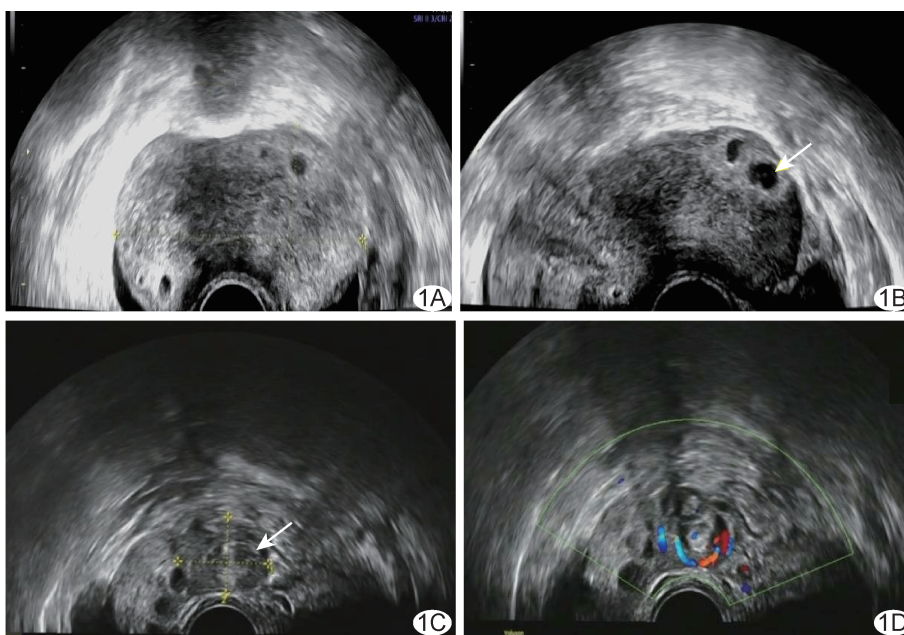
声像图示卵巢扭转 A、B. 患者女,29 岁,右侧卵巢单纯性扭转,盆腔二维超声声像图示卵巢增大至 $7.76 \text{ cm} \times 4.67 \text{ cm}$,内部回声不均(A),周边见窦状卵泡及“滤泡环征”(B,箭); C、D. 患者女,22 岁,右侧卵巢单纯性扭转,盆腔二维超声声像图示卵巢增大至 $3.90 \text{ cm} \times 4.50 \text{ cm}$,卵巢旁扭转蒂部呈“漩涡征”(C,箭),CDFI 于蒂部见漩涡状血流信号(D)
